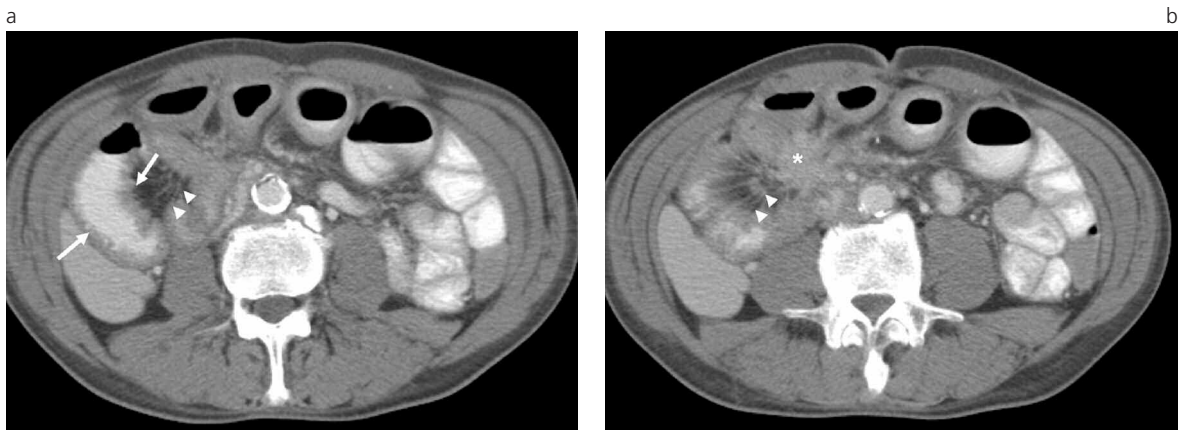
Mesenterio nebuloso en un paciente de 68 años con tumor carcinoide de ileon distal. a) TC helicoidal obtenida tras la administración de contraste oral y endovenoso, en la que se observa aumento del espesor mural del intestino delgado distal (flechas) asociado a aumento de volumen de vasos sanguíneos intestinales (cabeza de flechas). b) En un corte inferior a (a) puede observarse masa sólida (*) que compromete al tejido mesentérico intestinal asociado a aumento de vasos sanguíneos (cabeza de flechas) y a "mesenterio nebuloso".
